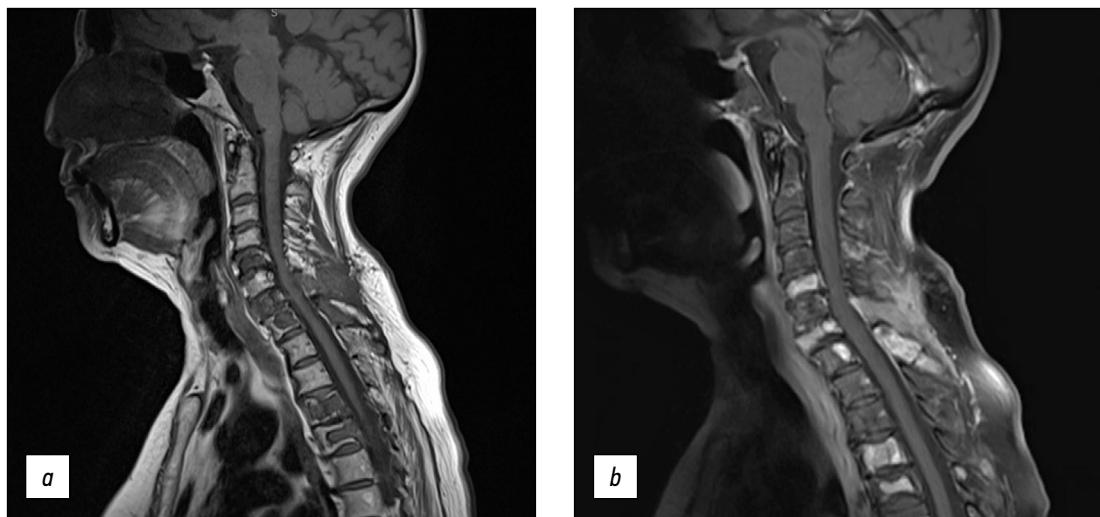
图 3颈椎的磁共振成像 (MRI) 在矢状面的T1-VI显示出具有异质性低磁共振信号的细胞性骨病变，涉及C5、C7、D1、D4、D5椎体以及C5和C6的棘突 (a)。所有的结果都在钆给药后的造影剂增强过程中得到证实 (b)。
